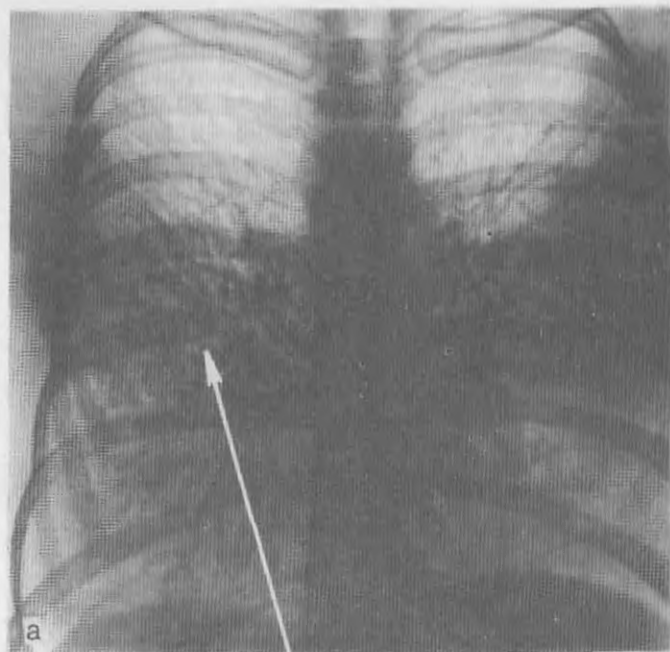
Рентгенограммы легких при альвеолярном микролитиазе. а — обзорная рентгенограмма; б — ее фрагмент в натуральную величину. На фоне диффузного пневмосклероза многочисленные мельчайшие микролиты (стрелкой показаны идентичные участки с микролитом на а и б).
